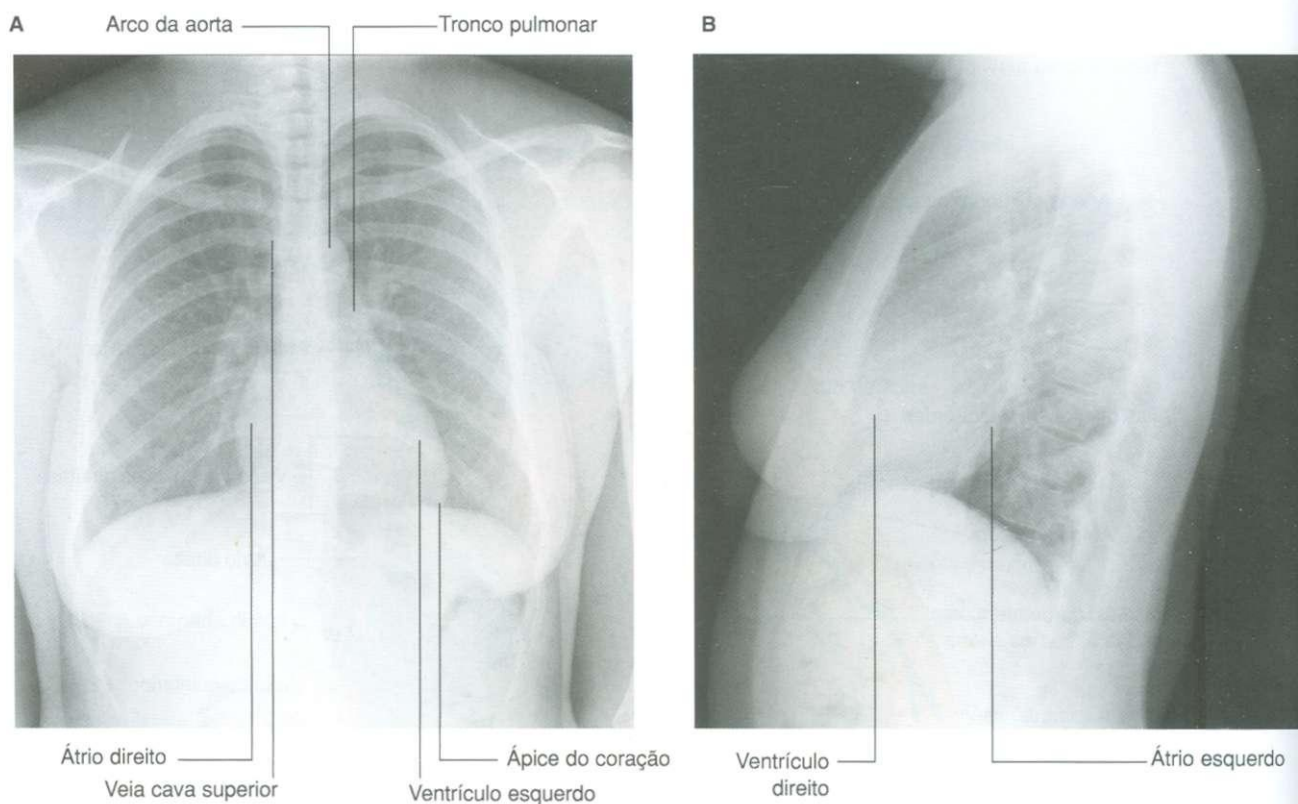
Radiografias do tórax. A. Incidência pósterio-anterior padrão. B. Incidência em perfil padrão do coração.
